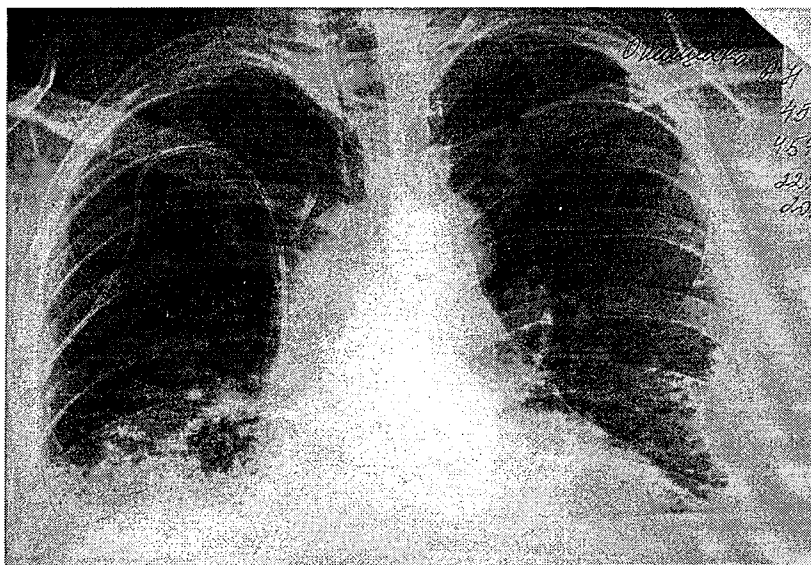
Обзорная рентгенограмма ОГК больного О. на шестой день госпитализации
